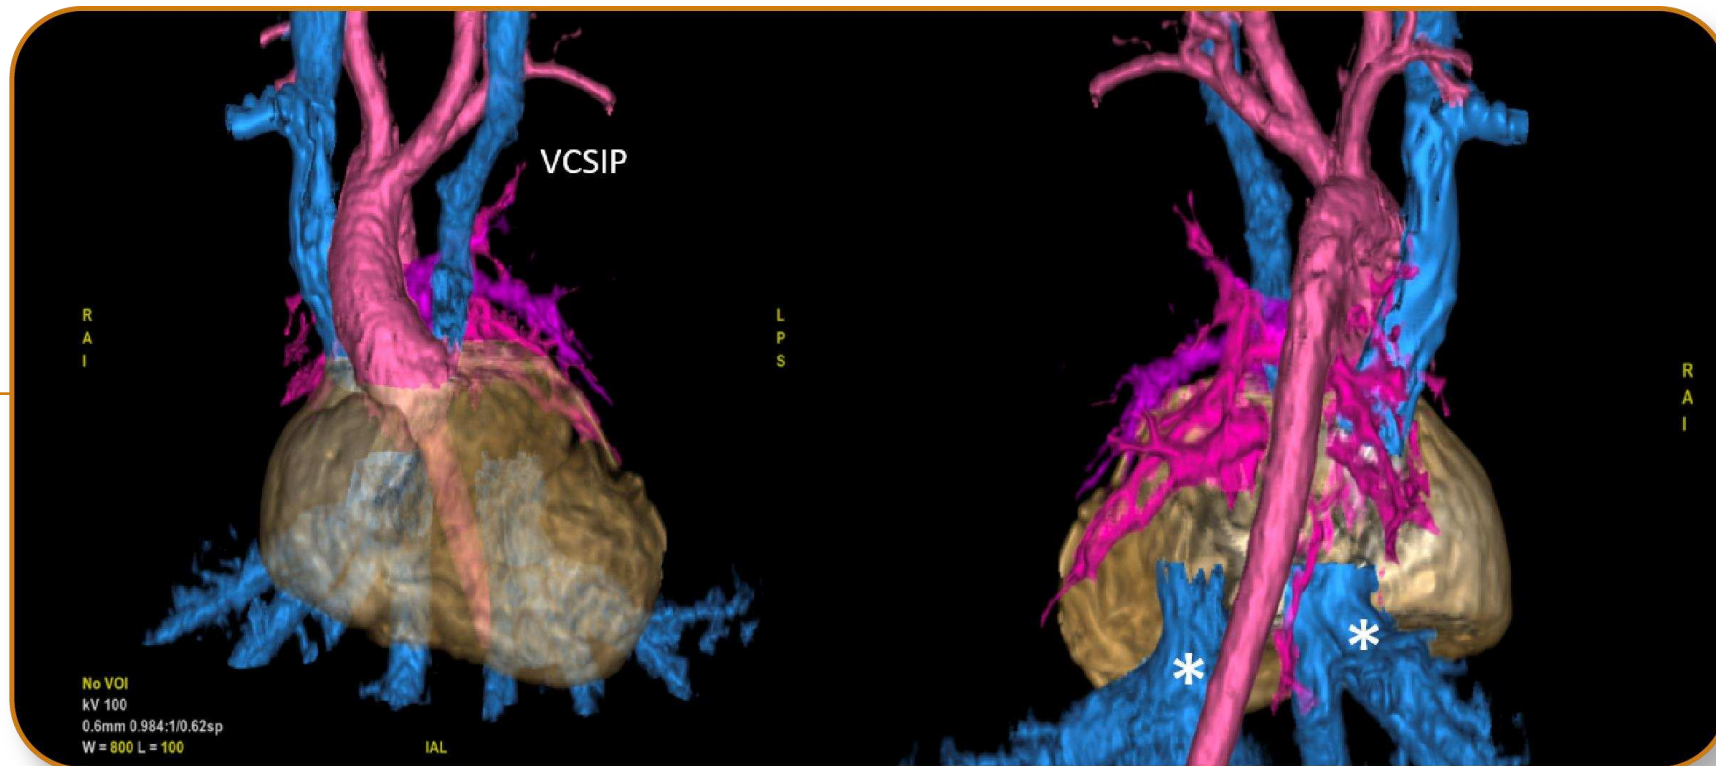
continuación. TC cardíaca 3D, paciente anterior con vena cava superior izquierda persistente (VCSIP), arco aórtico a la derecha y doble vena cava inferior (asterisco), ambas con drenaje en aurícula izquierda.
